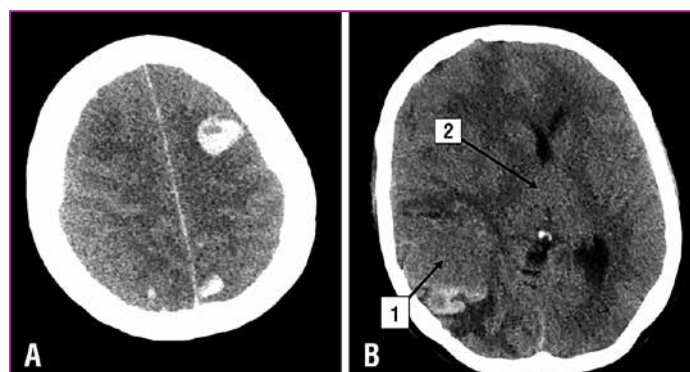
Данные КТ головного мозга от 03.09.2021.
